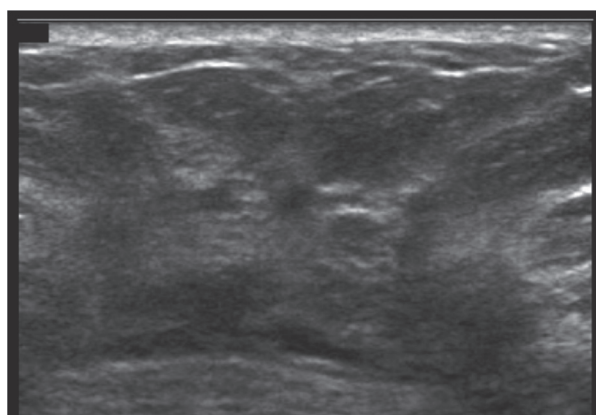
A case of invasive lobular carcinoma. Ultrasound shows the architectural distortion, but it is somewhat difficult to evaluate the architectural distortion.
